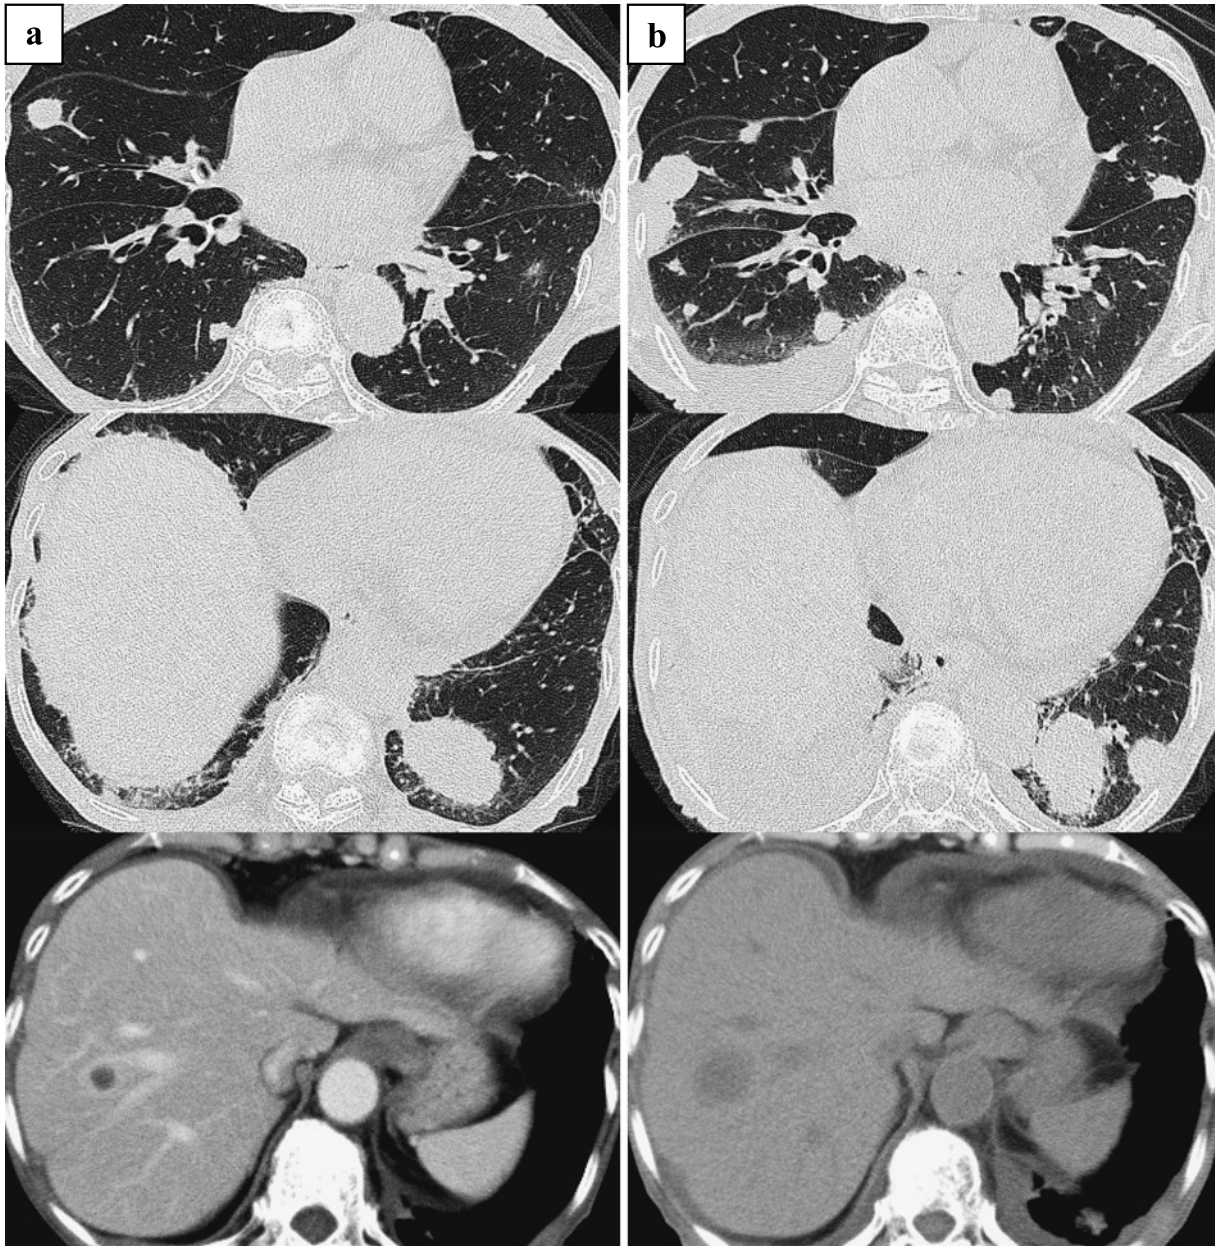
(a) Chest CT scans obtained on the initial visit show multiple nodules in the bilateral lobes. (b) Two months after the initial visit, the nodules had increased, and new lesions and pleural effusion had appeared.
